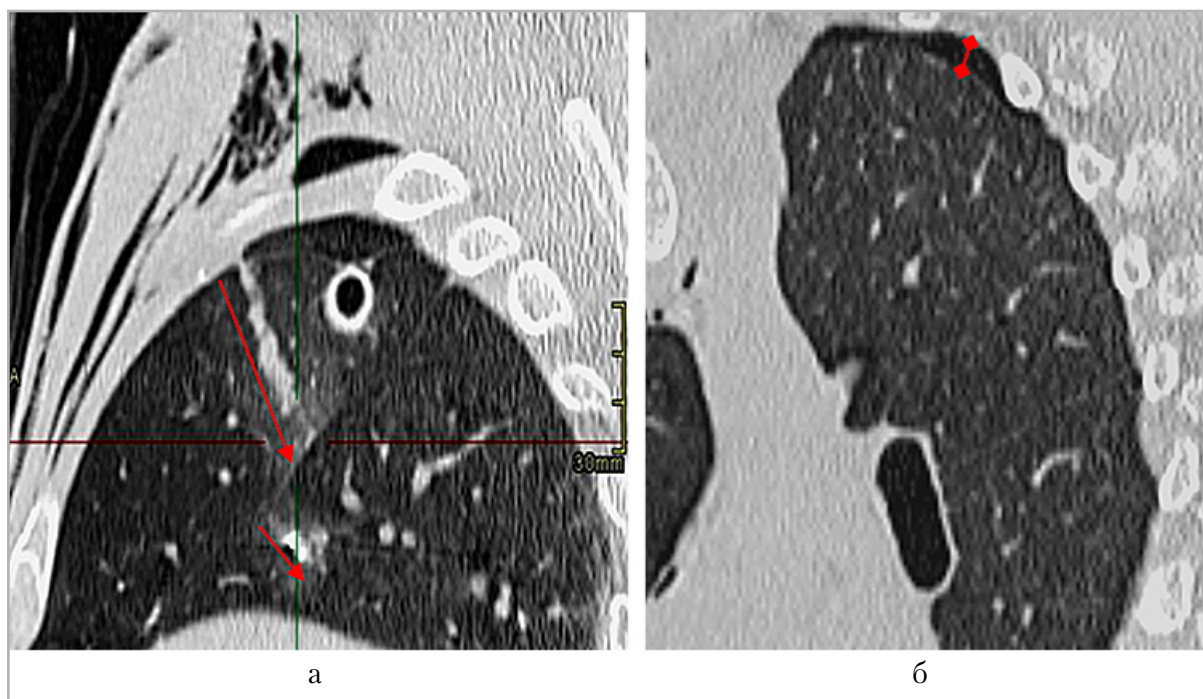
КТ-исследование органов грудной полости. КТ-признаки ранения правого легкого: *а* — сагиттальная проекция (*стрелками красного цвета* отмечен ход раневого канала); *б* — косая проекция (*красный промежуток* указывает на скопление свободного воздуха в правой плевральной полости)
